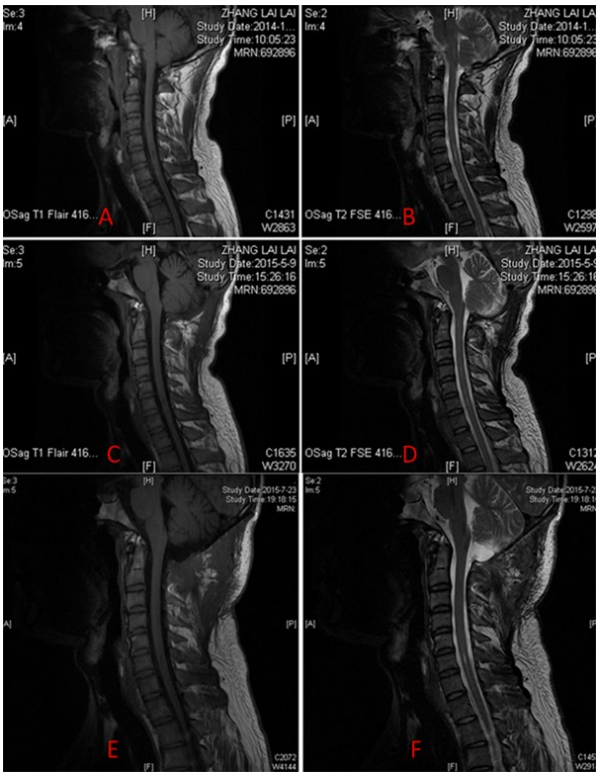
Chiari 畸形 0 型颅后窝减压不足翻修手术前后 MRI
